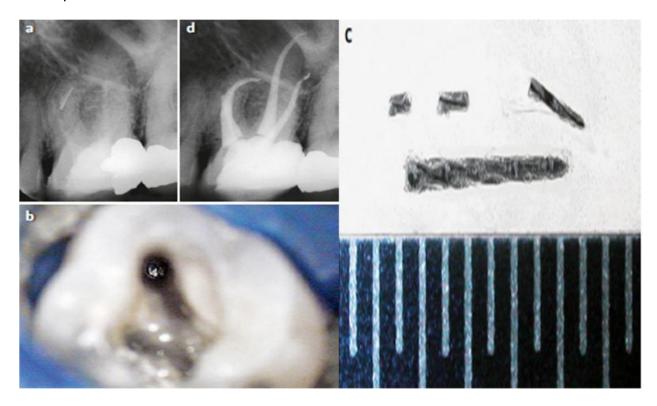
Retrait de deux instruments fracturés d'un canal mésio vestibulaire modérément incurvés d'une molaire supérieure en appliquant des vibrations ultrasoniques
